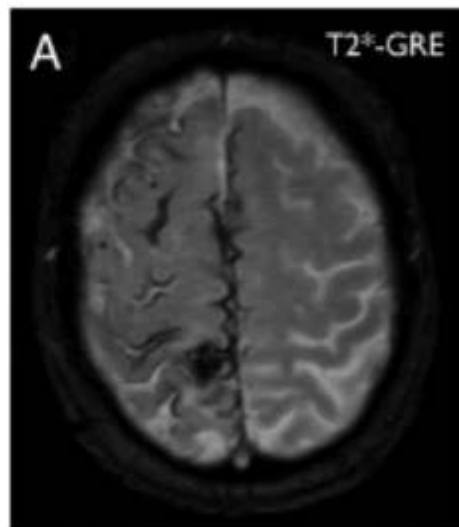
CAA-related inflammation (Kloppenborg, Neuroinflammation 2010). Axiale MRI-beelden van patiënt met probable CAA met aanvullende pathologie met CAA-gerelateerde ontsteking bij opname (A,B) en 3 maanden na behandeling met corticosteroiden (C,D).
